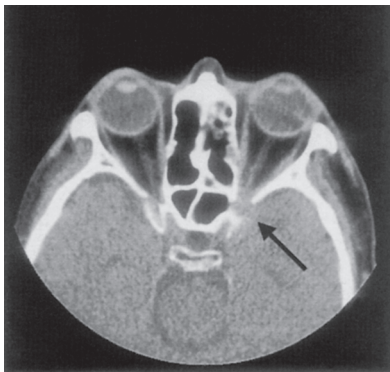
CT scan showed the soft tissue density from the left anterior ethmoid sinuses to the orbital apex.
